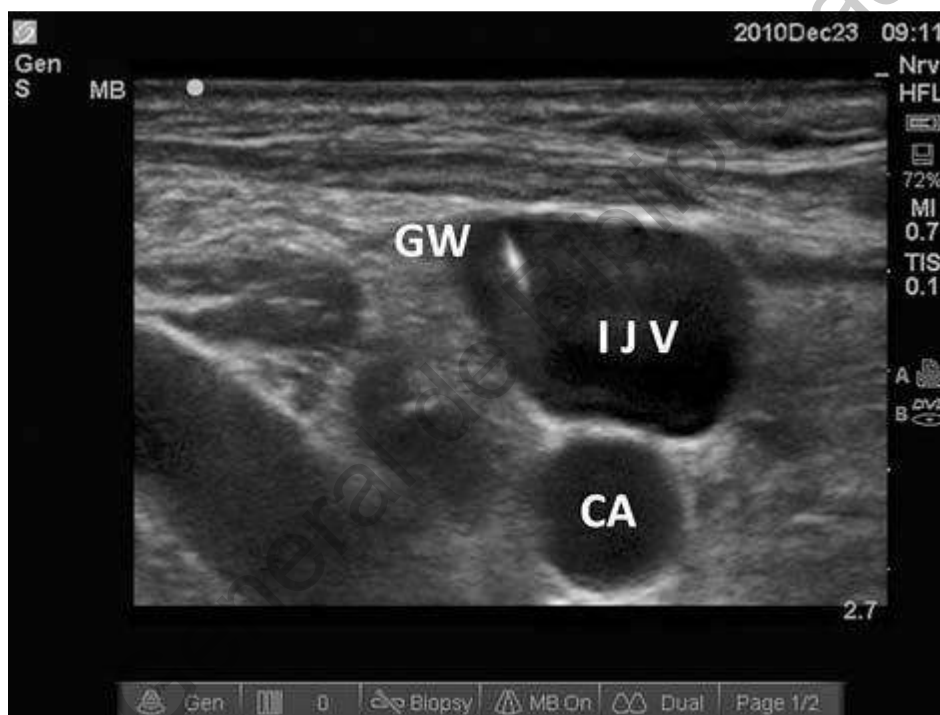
6. Imagen de ultrasonido que muestra en eje corto de la vena yugular interna y estructuras circundantes en cuello anterior.
